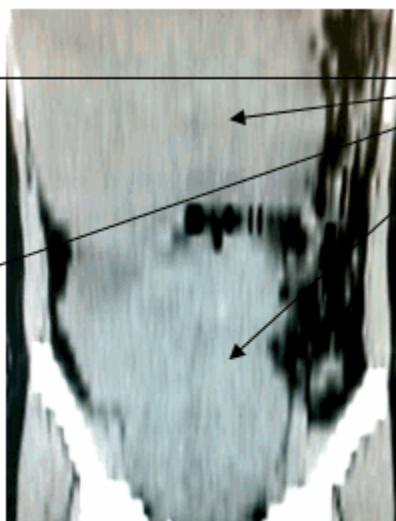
TAC Reconstrucción del plano sagital
